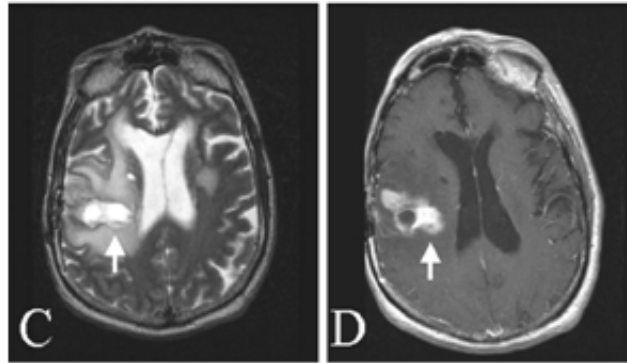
IRM morphologique en séquence T1+gadolinium (D) et T2 (C) de contrôle montrant l'évolution des lésions ischémiques [51]
